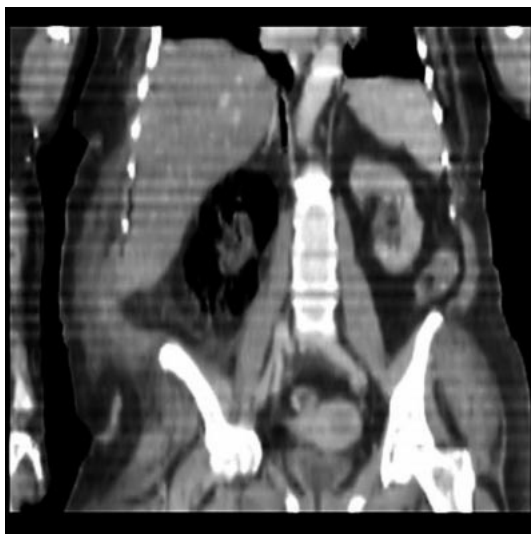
TC abdominal - reconstrução
